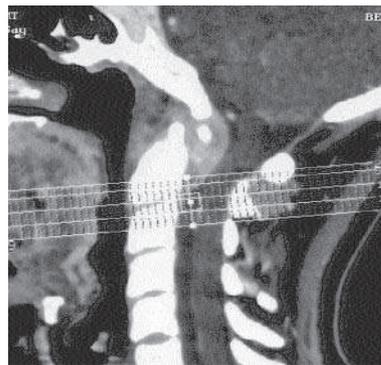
TDM en reconstruction sagittale.
